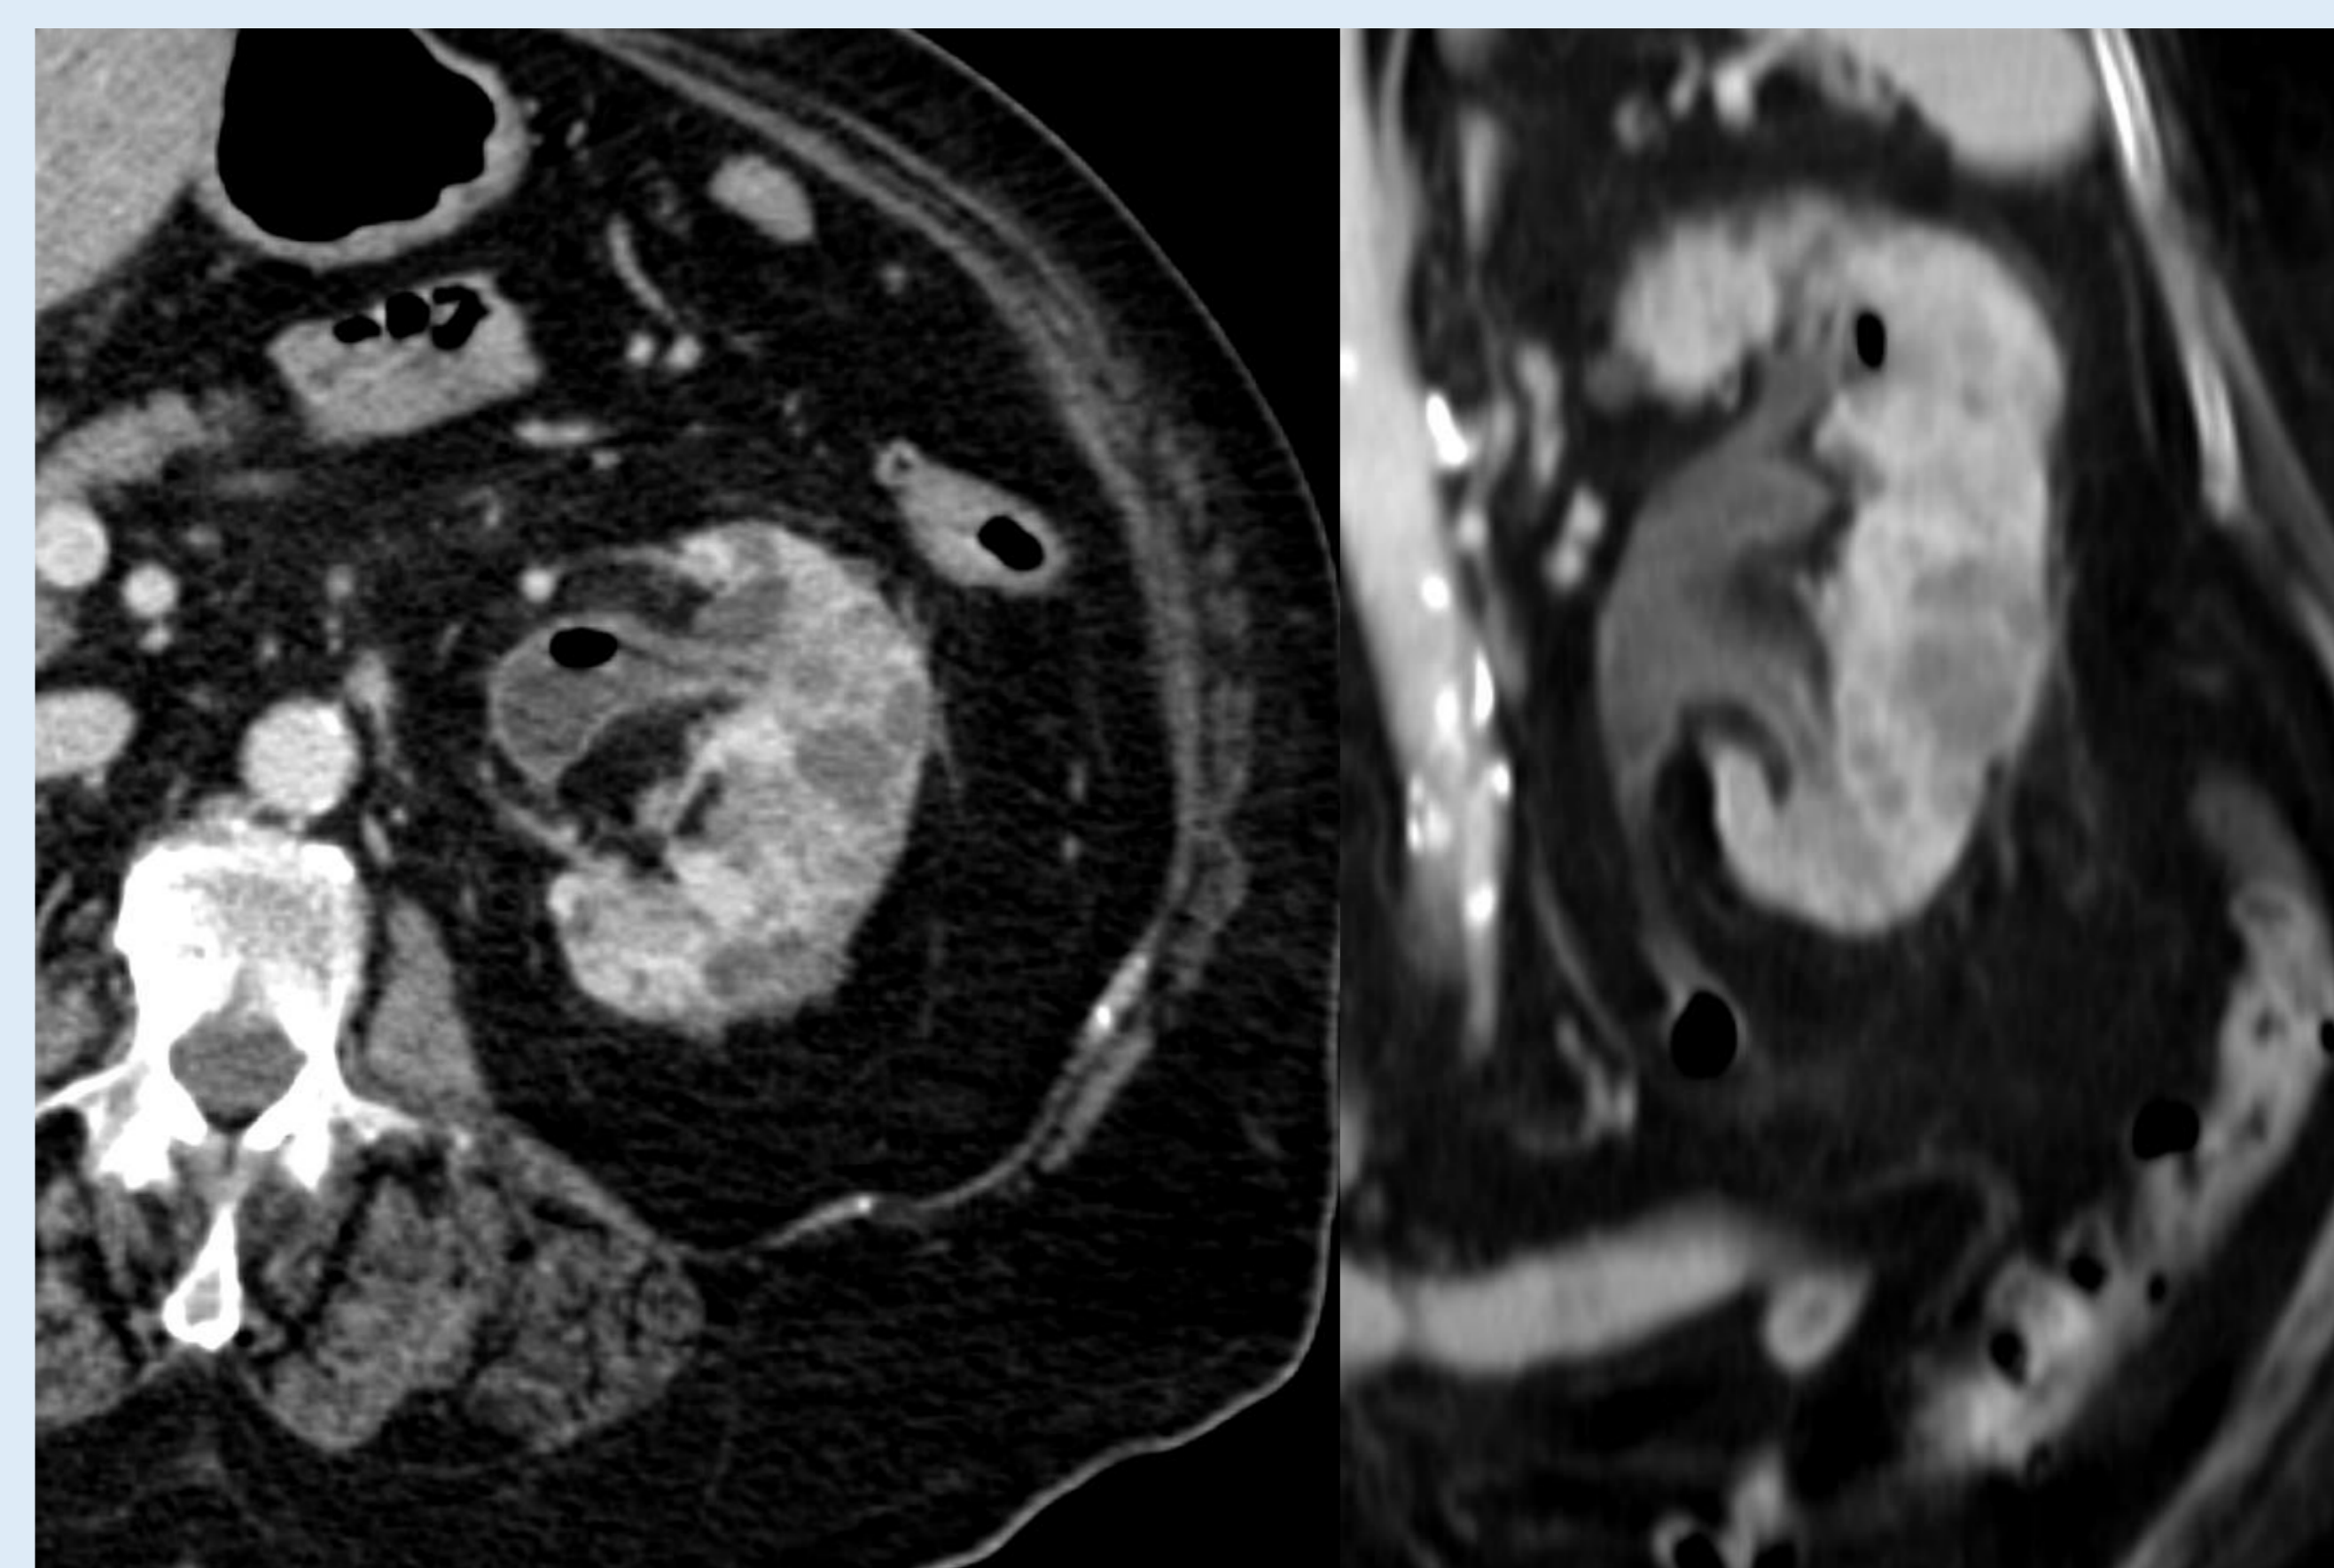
Imagen axial de un TC con contraste en fase venosa en el que vemos un riñón edematoso con una colección hidroaérea en la parte anterior del polo renal superior que se extiende a la fascia prerrenal, compatible con pielonefritis enfisematosa. Al paciente se le realizó un drenaje y se aisló *Klebsiella pneumoniae*.
